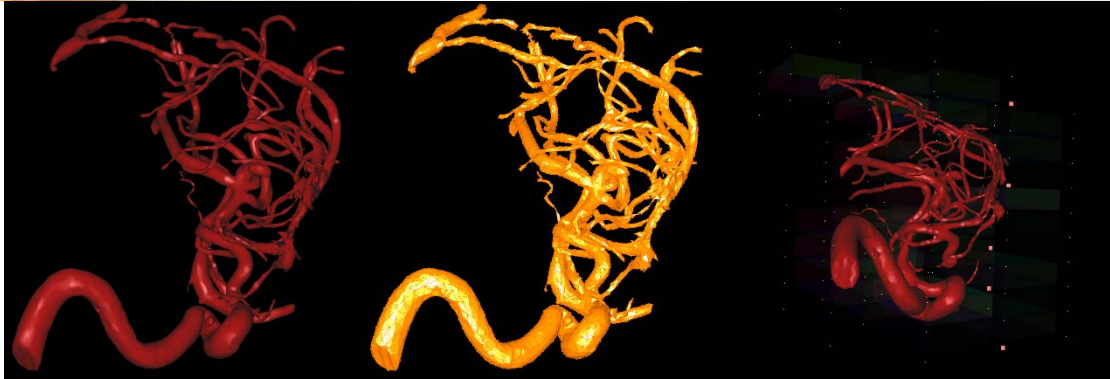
Pruebas de deformación de vascularidades empleando un caso de aneurisma cerebral, reconstruido a partir de imágenes de CT. A la izquierda, modelo visual sin deformar; al centro, modelo de colisiones a menor resolución; a la derecha, modelo deformado tras aplicar fuerzas externas (los puntos indican restricciones de posición para mantener el modelo fijo en ciertas secciones).
